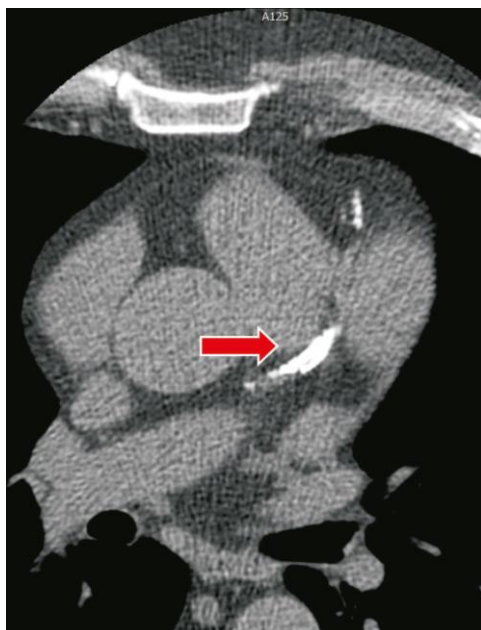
Imagen de calcificación coronaria mediante TAC en un paciente de esta tesis.
